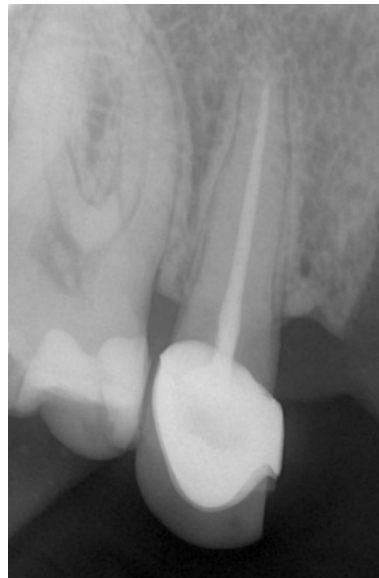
Raio X periapical do dente 15
